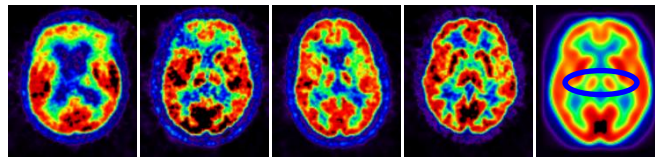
Corte axial de imágenes FDG-PET. De izquierda a derecha: sujeto en estado de coma (EV-EMC); sujeto en amnesia post-traumática; sujeto fuera de amnesia post-traumática; sujeto control sano. Imagen promedio de todos los sujetos del presente estudio. Se puede observar cómo la estructura funcional del tálamo (rodeada en azul en la imagen de la derecha) es más precisa y cercana a la del sujeto sano a medida que el sujeto tiene un estado cognitivo mejor.
